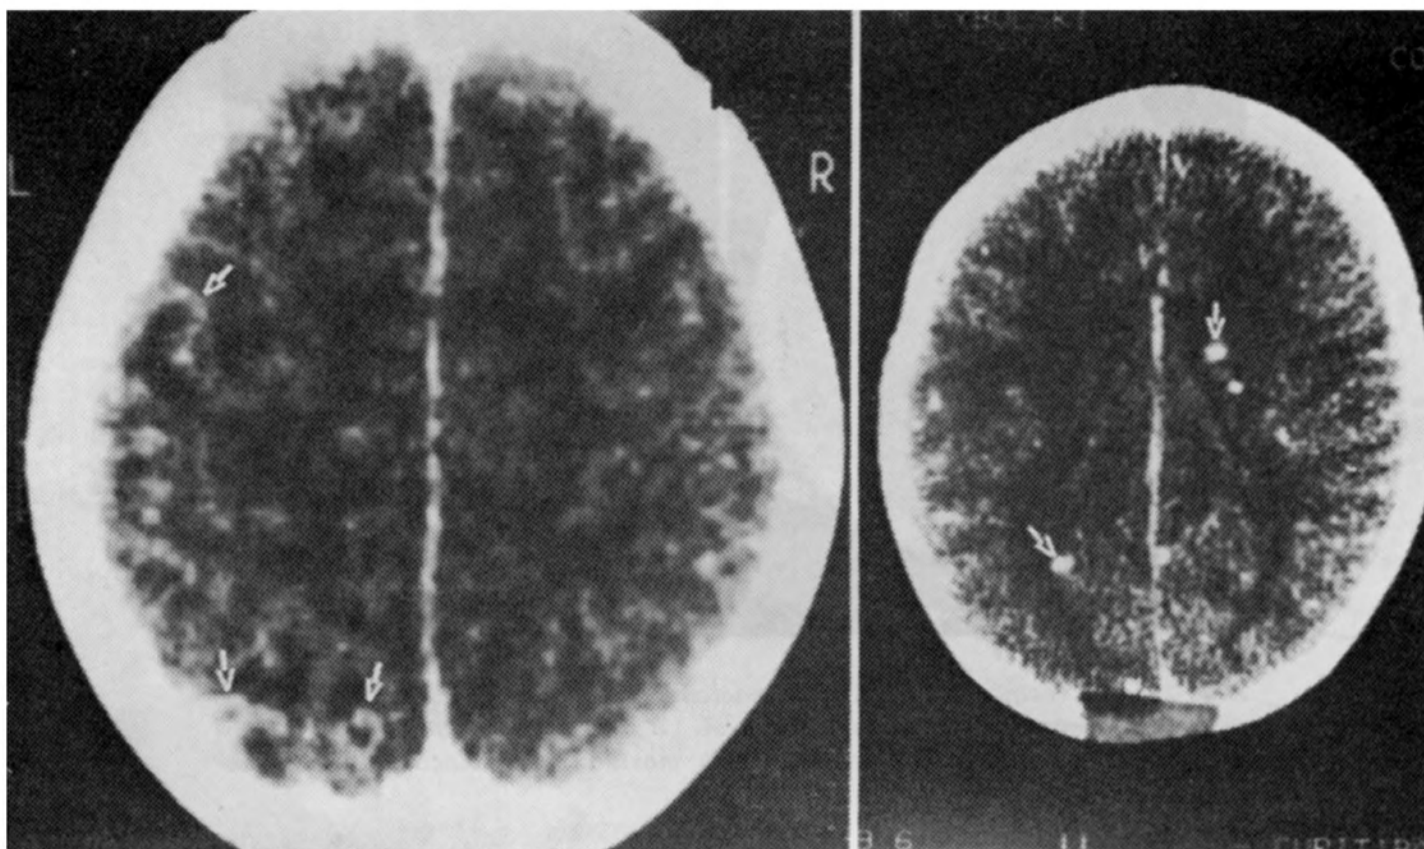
A (esquerda): TAC de paciente do Grupo I com lesões acumulando contraste, nas regiões parietal e occipital esquerdas (setas).
